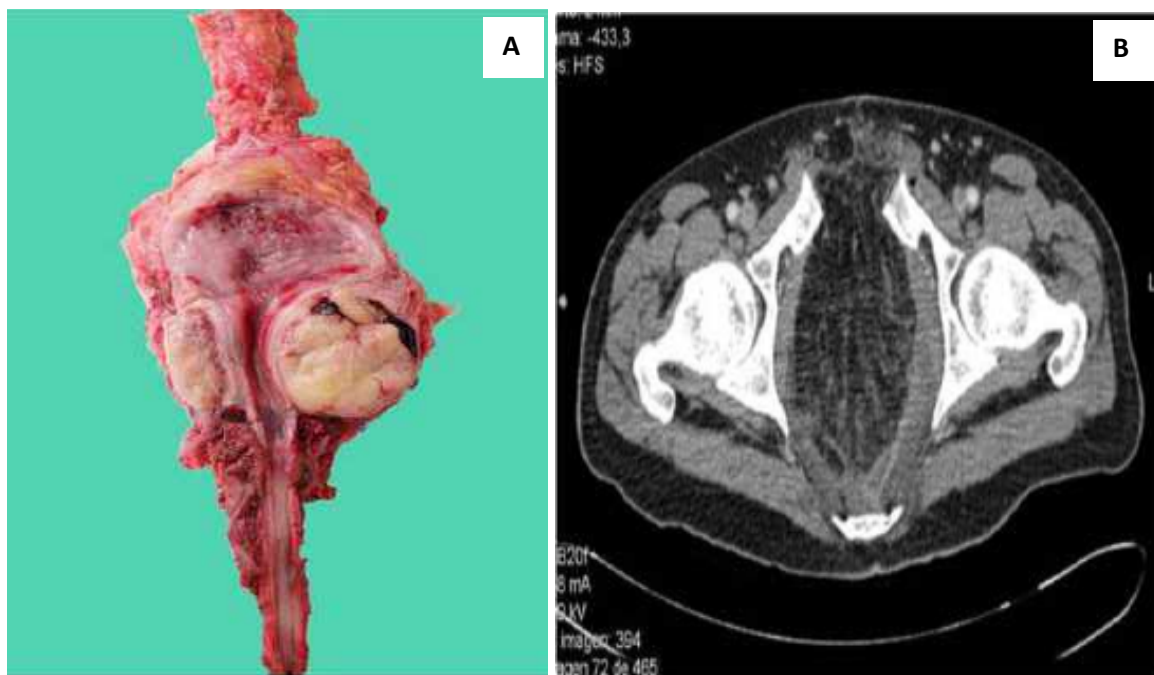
Corte longitudinal de la pieza quirúrgica que incluye: recto, sigma, ano, vejiga, próstata, uretra, músculos del periné y sínfisis del pubis. 2B. Tomografía computarizada postoperatoria: ausencia de pubis, lecho quirúrgico cubierto con epiplón, sin datos de recidiva local.
